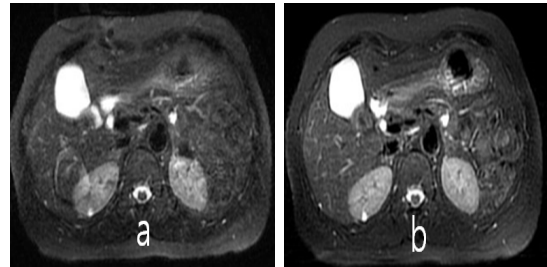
Abdoment MRI image qualities (a) when a metronome is not used. gallbladder portion. (b) when a metronome is used. gallbladder portion.
